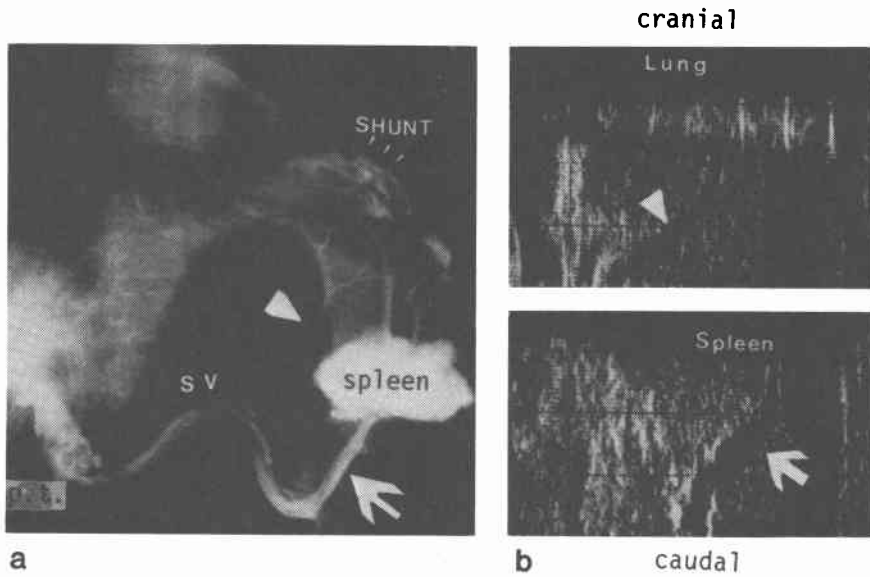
脾肺固着術の超音波画像 (脾内側副血行路)
